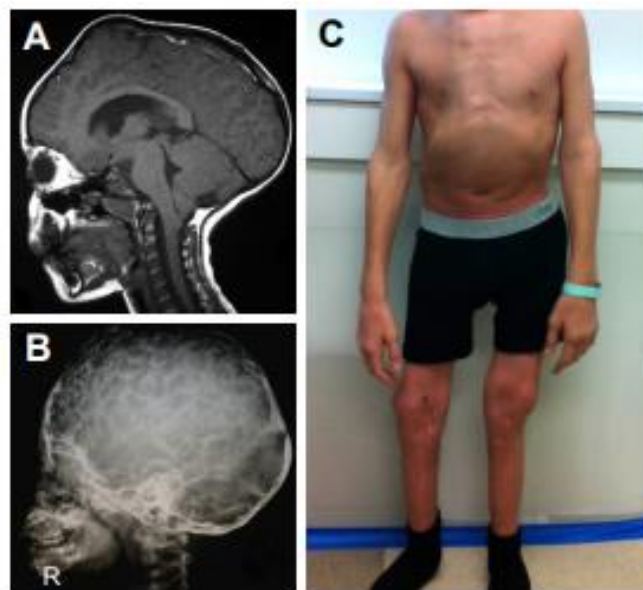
(A). Imagem por ressonância magnética de um crânio de uma criança de 6 anos com HPP com craniossinostose. (B). Radiografia de uma criança de 4 anos com HPP e falta de mineralização cranial. (C). Deformidades nas baixas extremidades com alargamentos dos ligamentos como os joelhos e cotovelos. Fonte: BOWDEN; FOSTER, 2018
